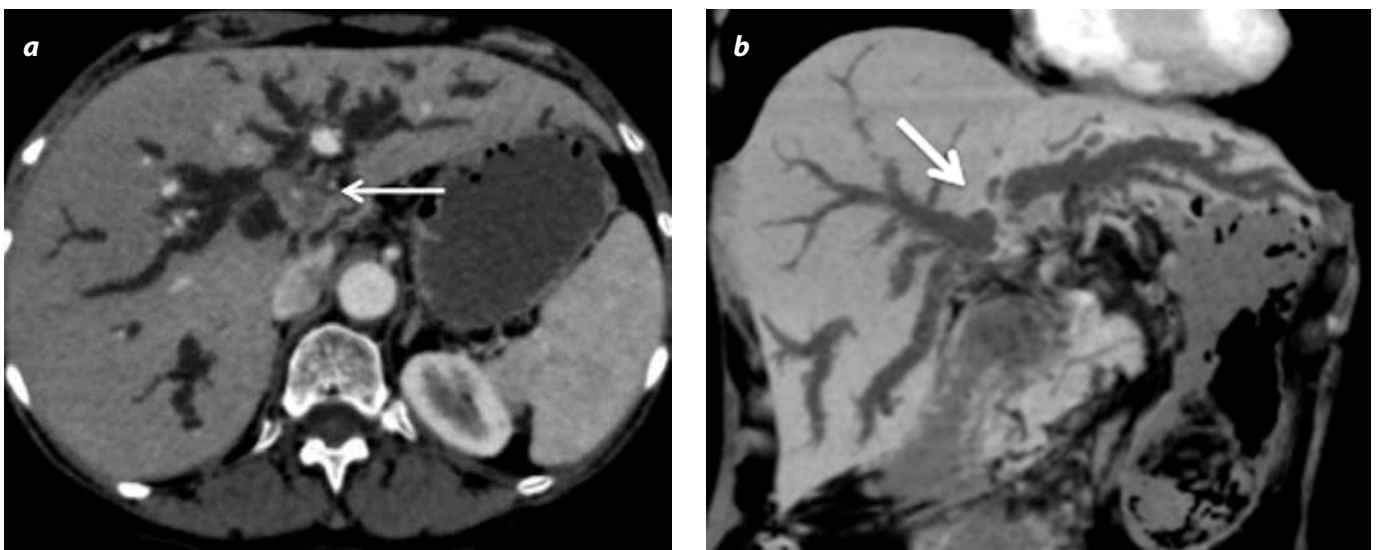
Colangiocarcinoma hilar. (Tumor de Klatskin). a) TC con medio de contraste en fase portal: masa hilar de baja densidad con dilatación secundaria de la vía biliar intrahepática (flecha). b) Reconstrucción de mínima intensidad en el plano coronal: dilatación de vía biliar con compromiso del ducto derecho e izquierdo por una obstrucción Bismuth II (flecha).
